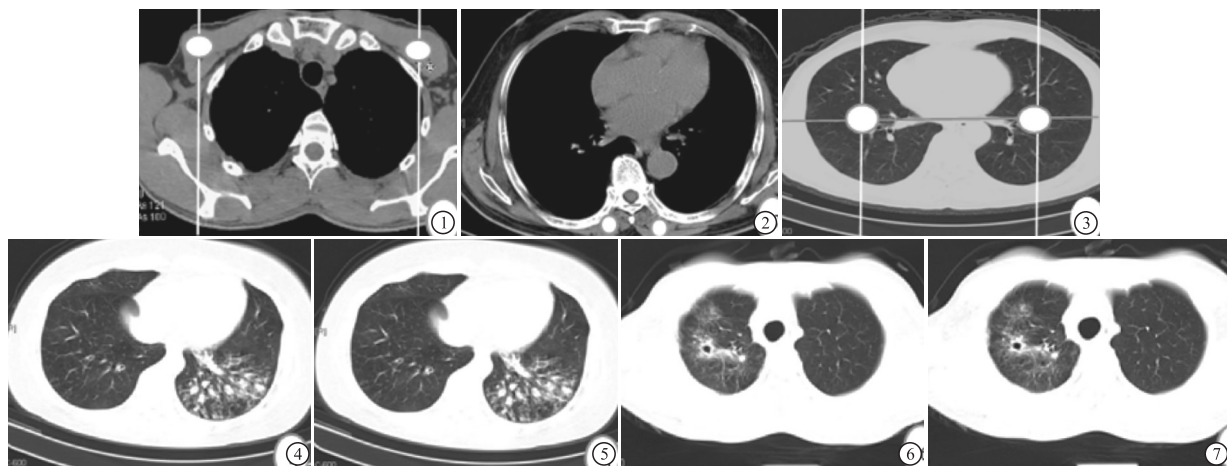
胸骨角层面胸大肌CT值及噪声测量 图2 右下肺静脉层面两侧竖脊肌CT值及噪声测量
